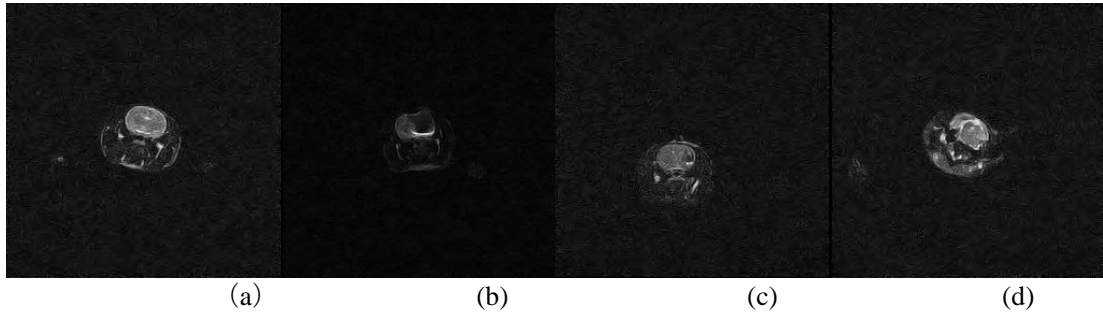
MCL の T2MRI 造影効果. (a) MCL の注入なし, (b) 希釈なし, (c) 5 倍希釈, (d) 10 倍希釈
